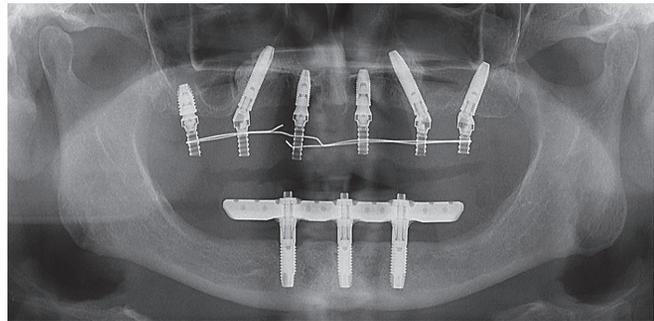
Orthopantomogram of patient K., 68 y.o. There is a cross-arch PMMA framework implant-supported prosthesis without cantilever screw-retained on the upper jaw to 6 implants: III 2 A1, on the lower jaw TREFOIL framework prosthesis is fixed onto 3 implants, cross-arch design without cantilever: II 2 C
